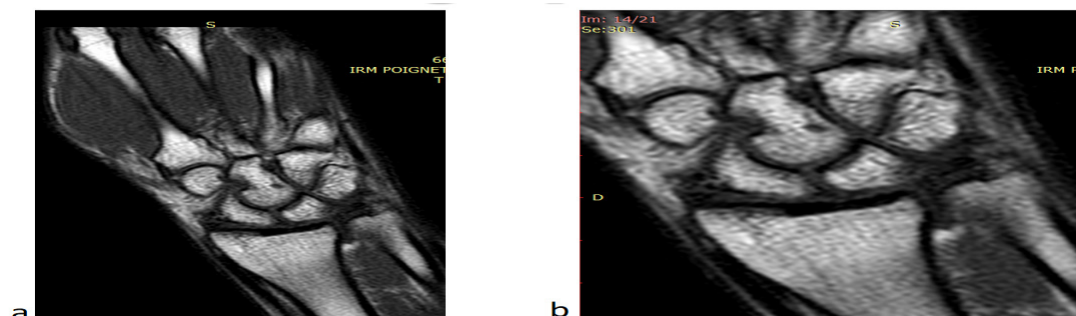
Joueur de 14 ans: IRM du poignet gauche en coupe coronale en EST1. Stade VI: Fusion complète : (a) image en taille réelle, (b) agrandissement.
